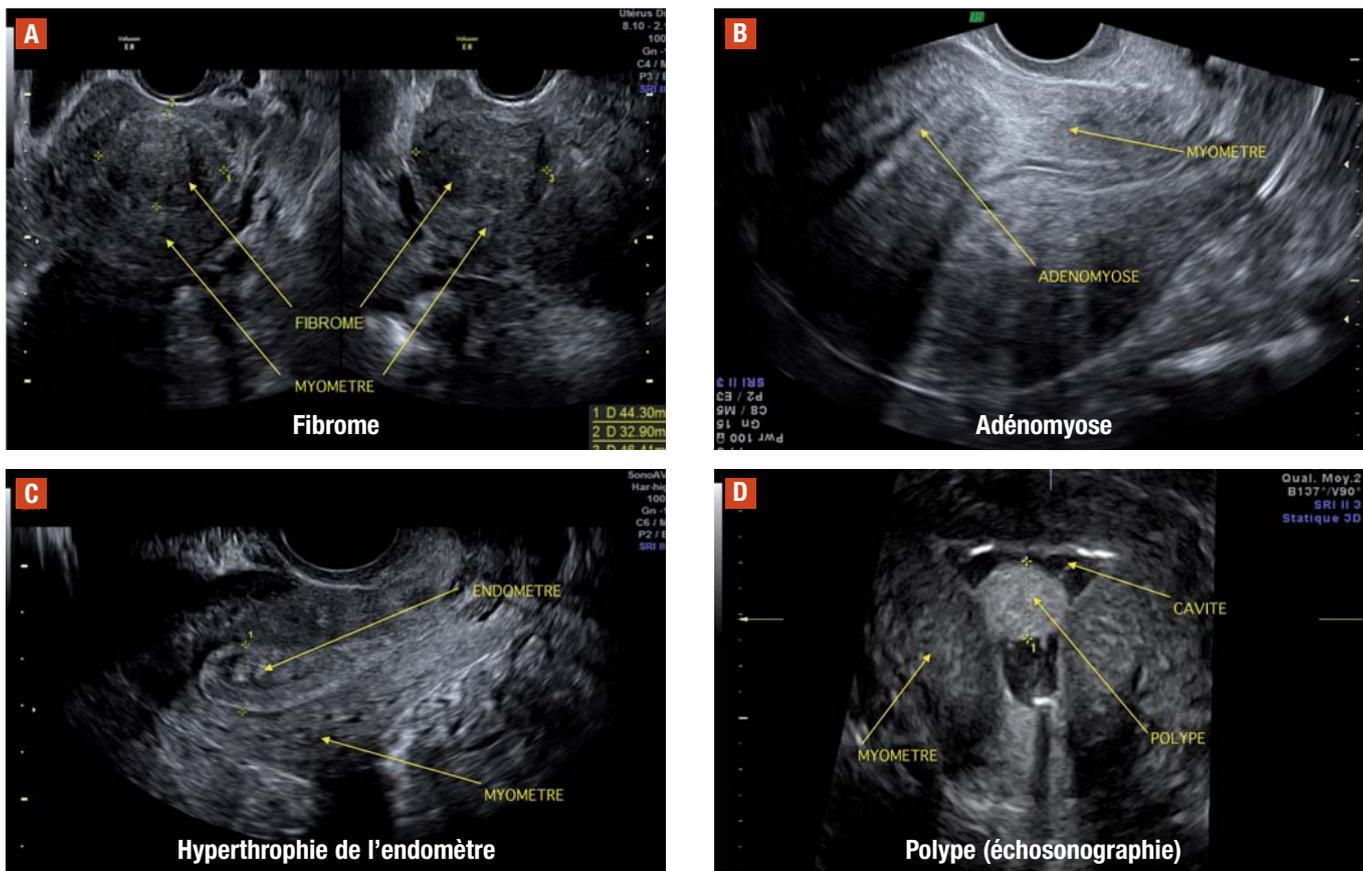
Images échographique des différentes pathologies organiques responsables de ménométrragies.
